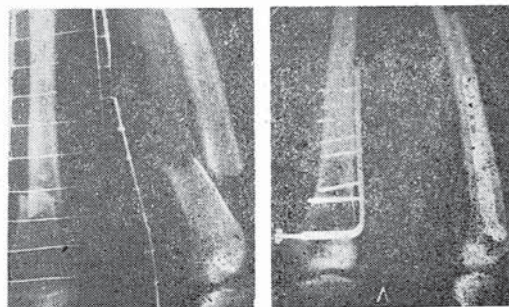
Рентгенограммы больного Л., 22 лет, до (а) и после (б) остеосинтеза по поводу надмыщелкового перелома.
